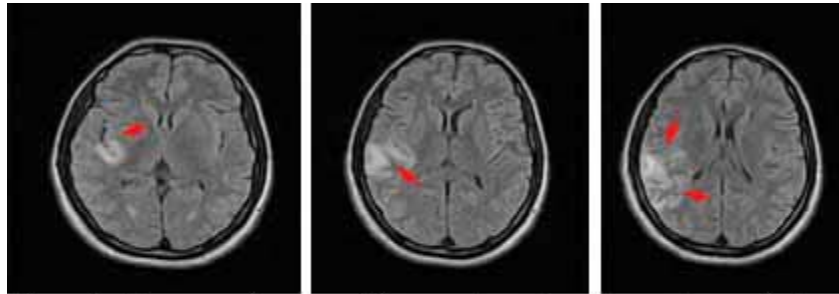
Resonancia magnética nuclear simple , cortes axiales donde se visualiza imagen hiperintensas en territorio de suplenencia de arteria cerebral media derecha, territorio superficial.
